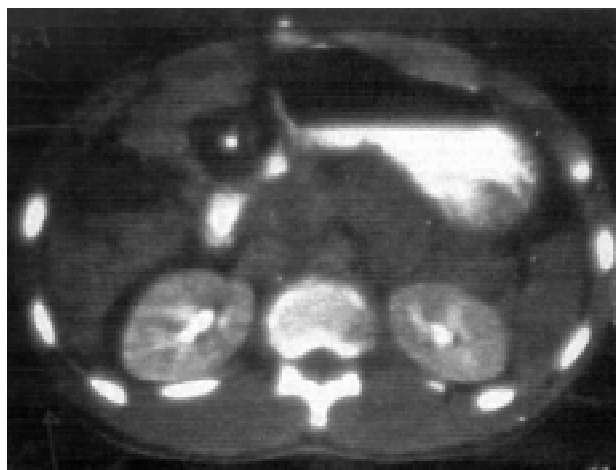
Imagen de tomografía computada abdominal que muestra laceración en lóbulo hepático derecho.
